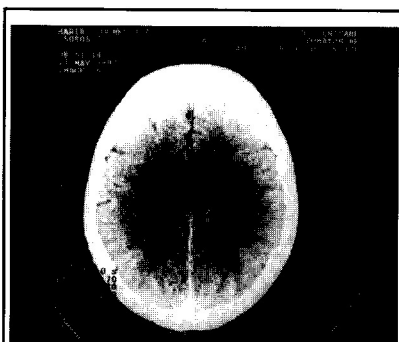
Tomografia computadorizada de metástase em parênquima cerebral (superior) e metástases cerebrais múltiplas (inferior)
